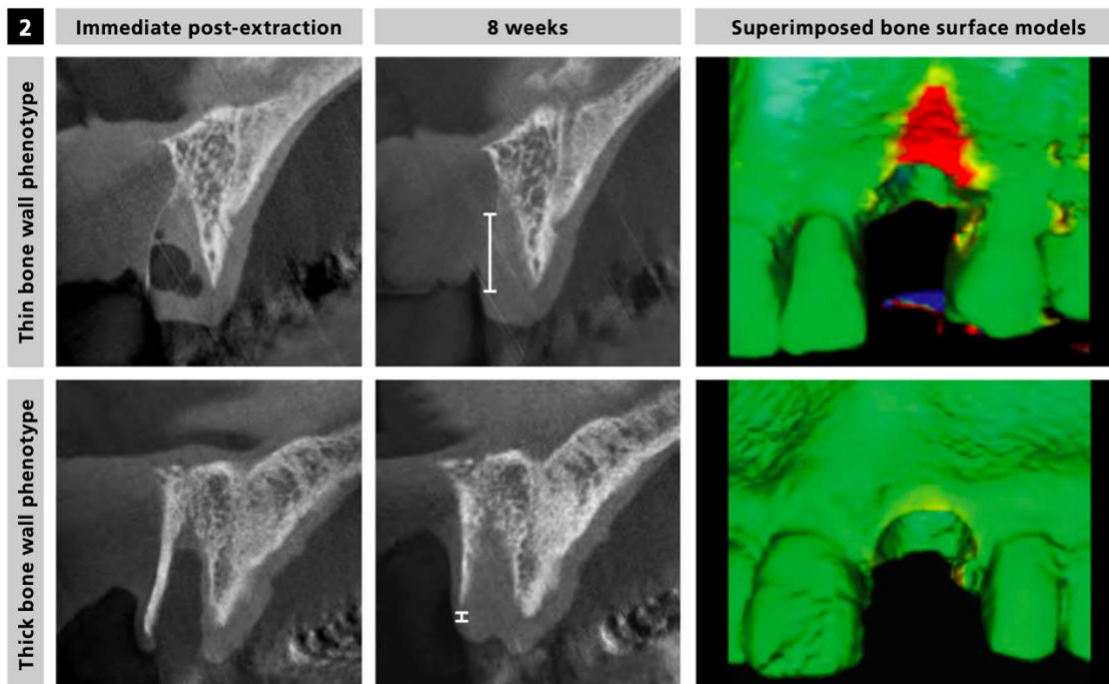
Radiographies et superposition du modèle, illustrant la perte osseuse immédiatement et à 8 semaines pour les phénotypes fins et épais. (20)
